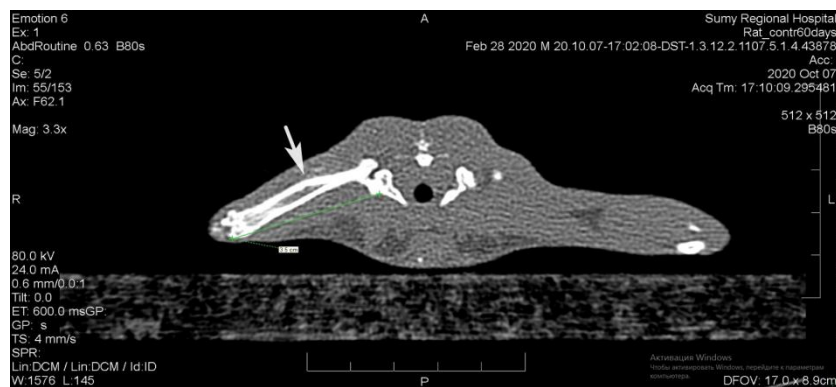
Комп'ютерна томограма лівої стегнової кістки щура контрольної групи на 60-ту добу після травми. 1 – кісткова мозоль
